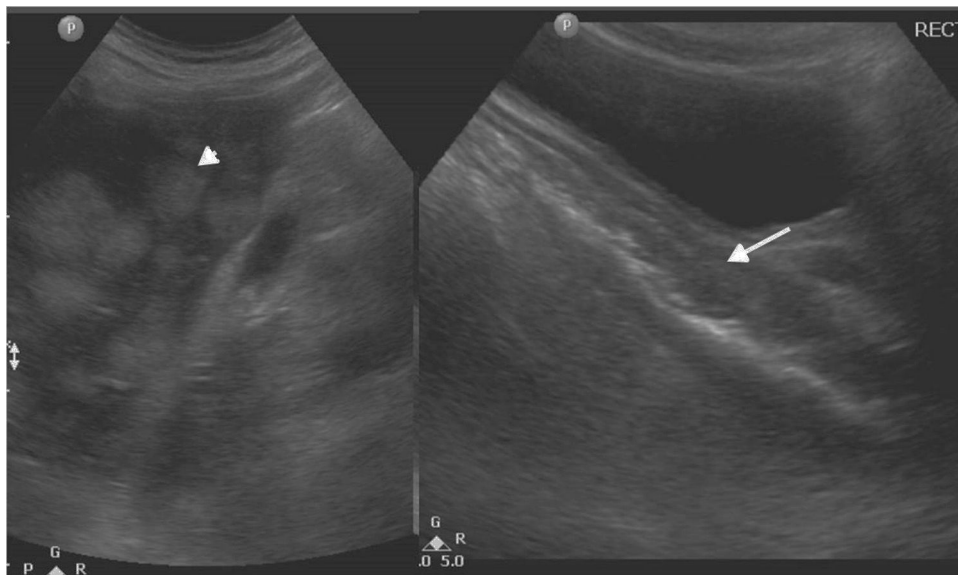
Ecografía abdominal permite reconocer la presencia de múltiples imágenes focales hepáticas sólidas (flecha corta) y un engrosamiento de las paredes del rectosigma (flecha larga), por detrás de la vejiga. Diagnóstico: tumor de rectosigma con metástasis hepáticas.
